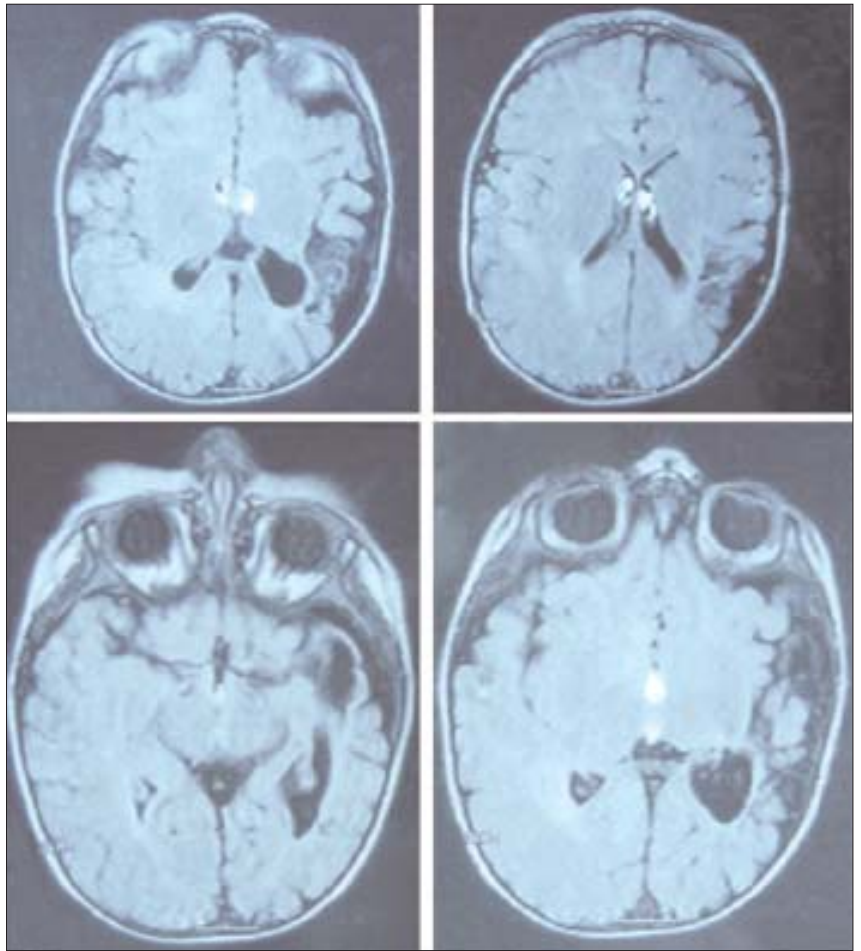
Resonancia magnética nuclear cerebral, con lesión encefaloclastica temporoparietal izquierda, dilatación *ex vacuo* del ventrículo homolateral y atrofia regional por reducción del espesor de la sustancia blanca.
